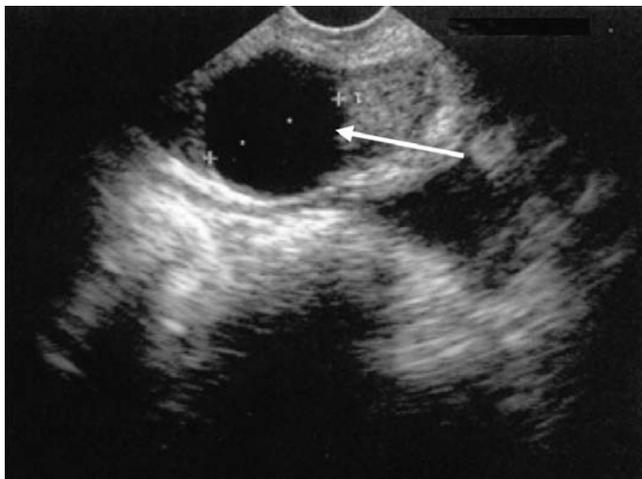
Cas n° 3 : échographie endorectale montrant un volumineux kyste intraprostatique (flèche)
